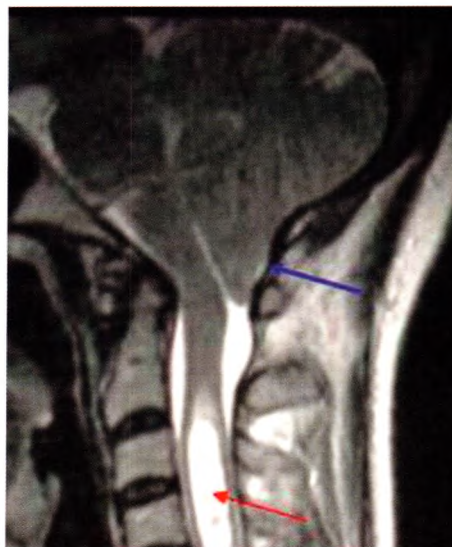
A IRM en coupe sagittale séquence T2 montrant à gauche une cavité syringomyélique (flèche du bas) compliquant une malformation d'Arnold-Chiari (flèche du haut : ptose des tonsilles du cervelet).
